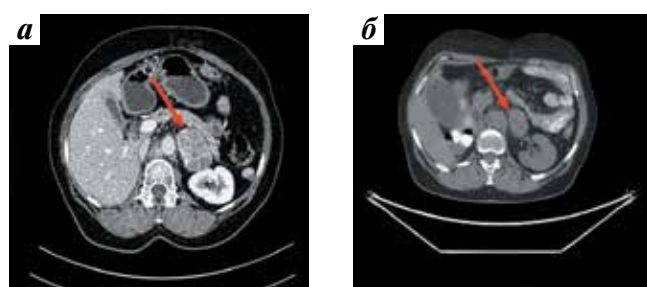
Компьютерная томография органов брюшной полости до лечения (а): метастаз в левом надпочечнике (стрелка); позитронно-эмиссионная томография с компьютерной томографией органов брюшной полости после проведения 3 курсов лечения пазопанибом (б): уменьшение размера метастатического очага (стрелка)
